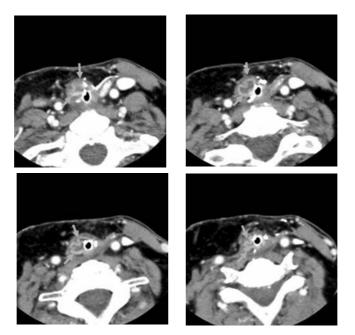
МСКТ шеи. Артериальная фаза контрастирования.
